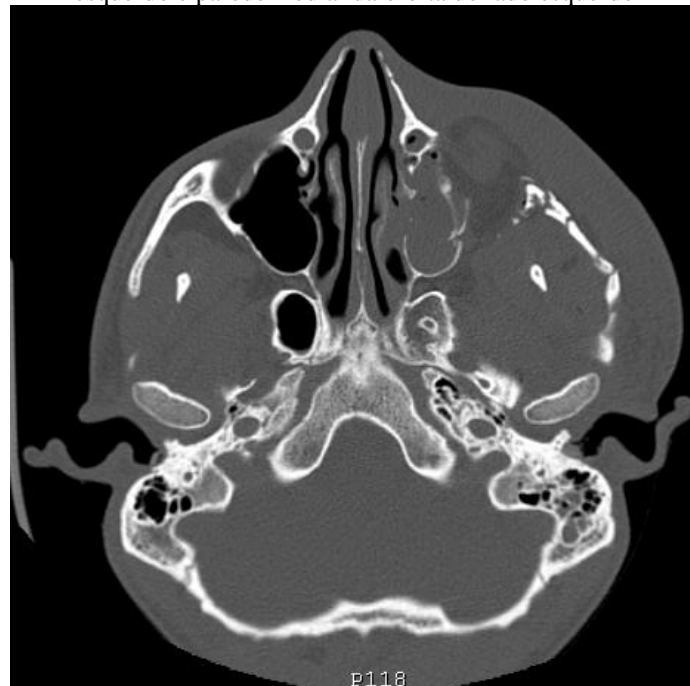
Tomografia computadorizada, corte axial, evidenciando fratura do pilar frontozigomático
